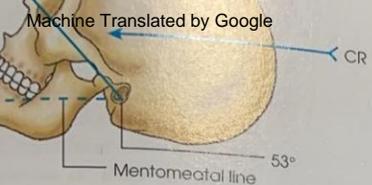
Upright radiography.
